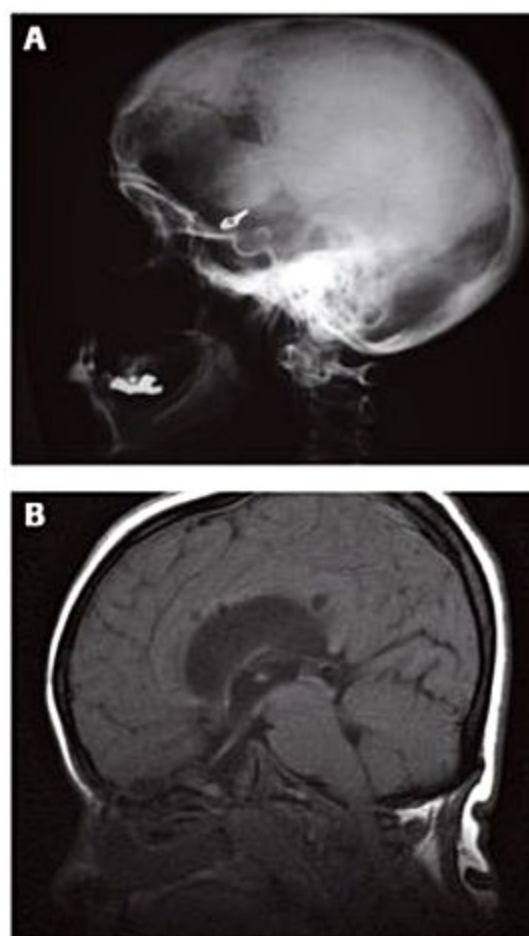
(A) Radiografia convencional de crânio em perfil: observar clipe de aneurisma parasselar. Os limites ósseos selares são bem evidentes. (B) Mucopolissacaridose: cavidade selar alargada. Imagem sagital em T1.
